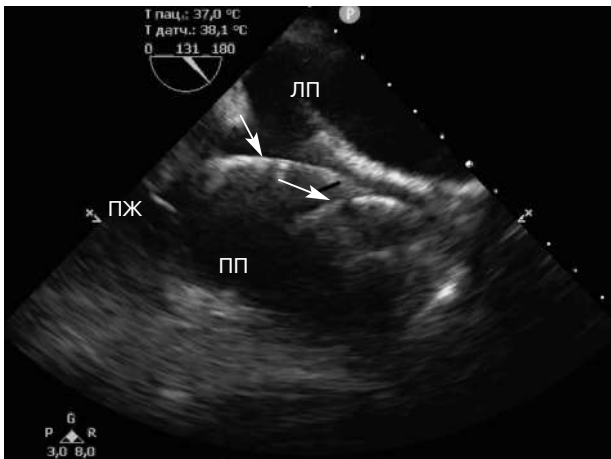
Чреспищеводное эхокардиографическое исследование. В правых отделах сердца визуализируются два электрода (стрелки) с неровностью контуров и наличием утолщения на уровне трикуспидального клапана.
